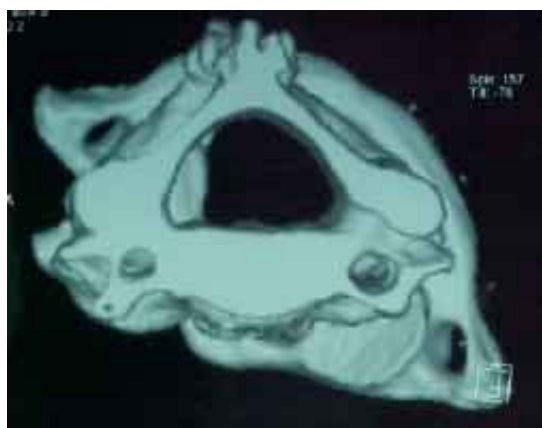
Tomografía axial computarizada con reconstrucción digital en un corte transversal con eje de dirección infero-superior, que muestra la luxación rotatoria atlanto-axoidea.
